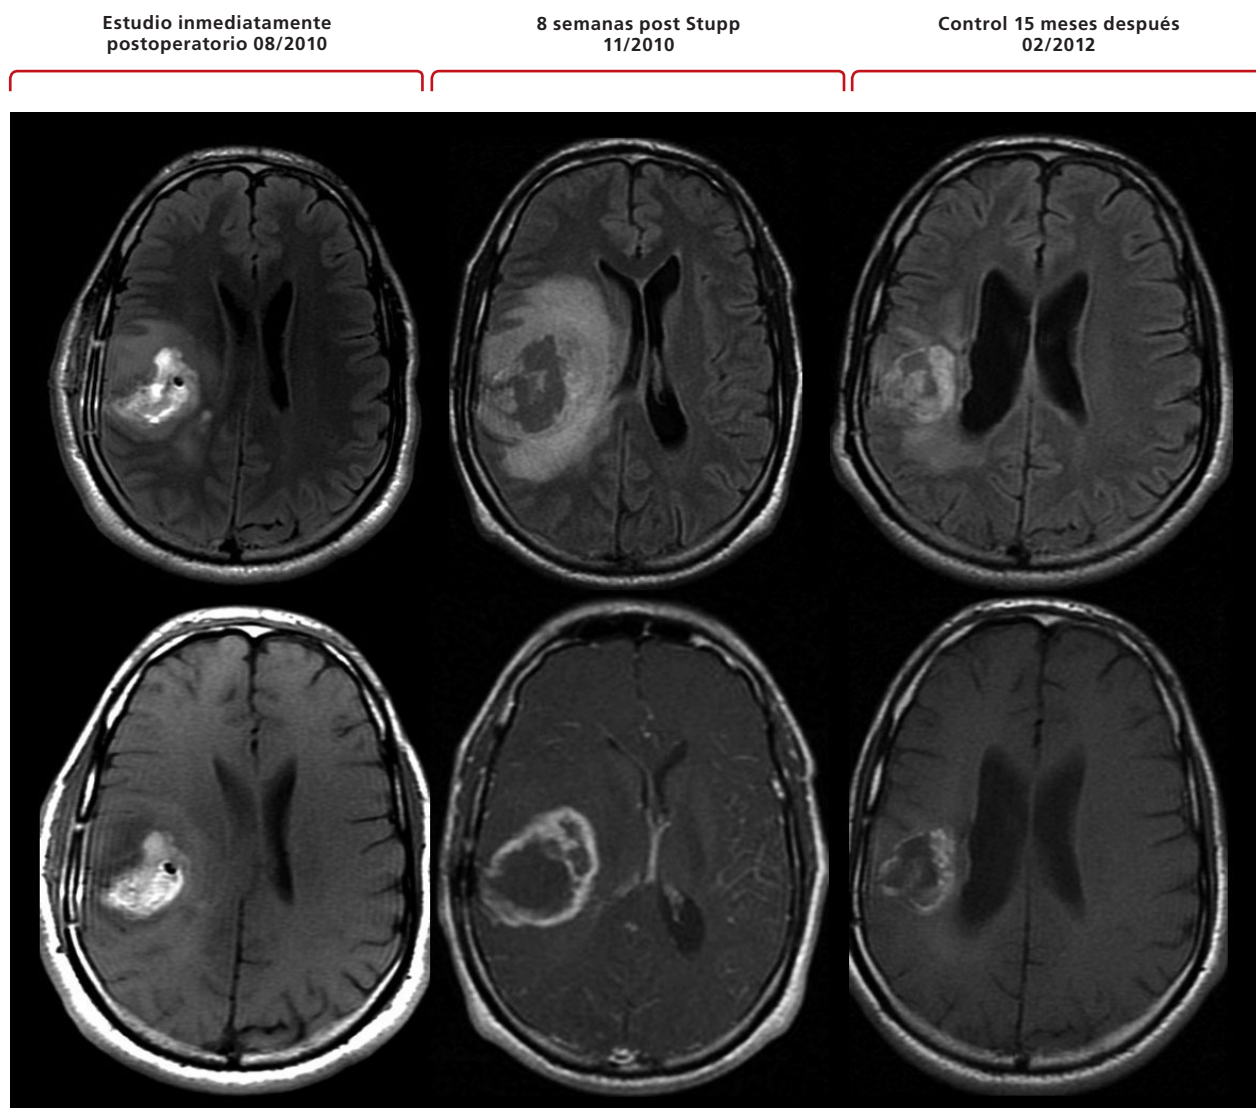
Hombre de 38 años con GB primario pMGMT (+) / IDH1R132H (-) / Pérdida parcial de 1p. Citoreducción óptima (08/2010), seguida de la plataforma Stupp (09/2010) y de bevacizumab por pseudoprogresión sintomática (04.2011). Las imágenes corresponden a secuencias FLAIR (arriba), T1 simple posoperatoria y T1 con contraste en las fechas arriba anotadas, demostrando cambios posquirúrgicos con sangre en el lecho quirúrgico (izquierda); luego aumento en el realce y área de alta señal perilesional (centro) indicando pseudoprogresión seguida de disminución tanto en el realce como en el área de prolongación del T2 (derecha) sin signos de recidiva tumoral.
